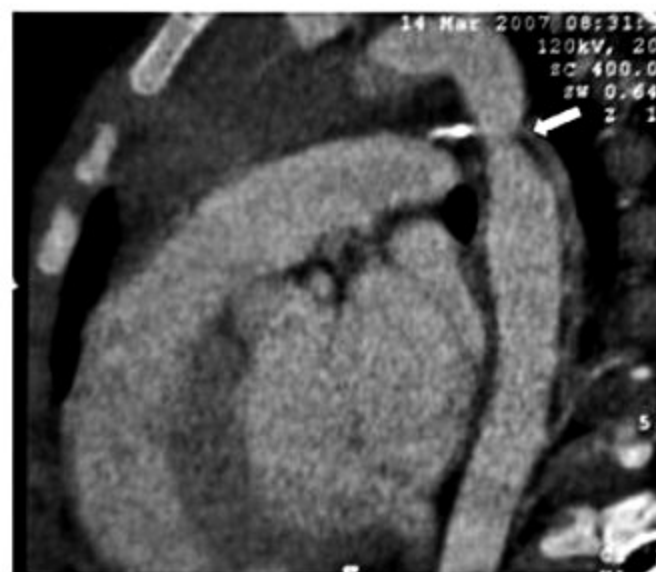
Ressonância magnética da aorta torácica de um paciente com coarctação da aorta. Nota-se estreitamento localizado na região do istmo (seta).
